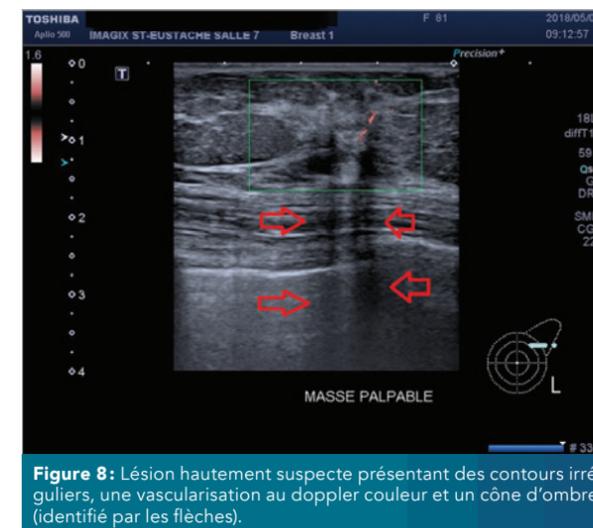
Lésion hautement suspecte présentant des contours irréguliers, une vascularisation au doppler couleur et un cône d'ombre (identifié par les flèches).
